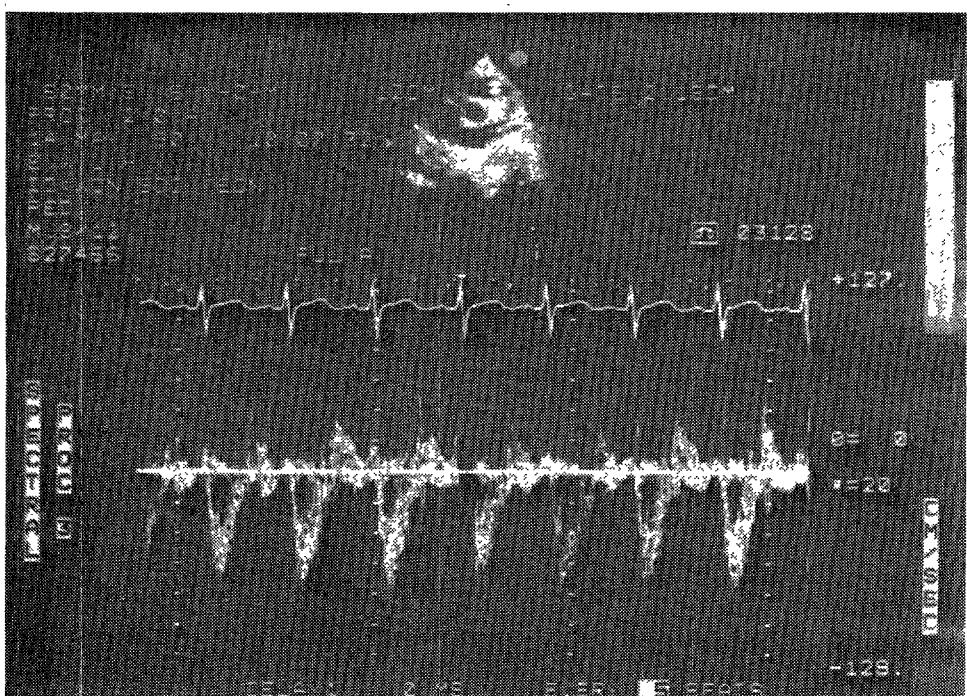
Two dimensional and pulsed wave Doppler echocardiogram of pulmonic valve.
